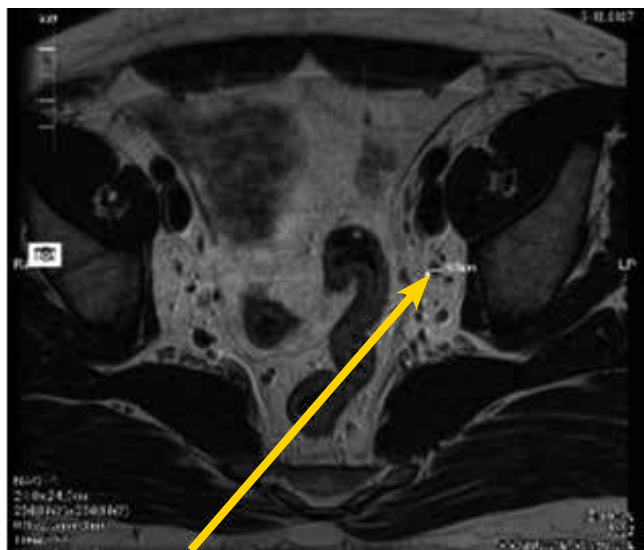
МРТ. 3 мес – ГТ. Метастаз в подвздошный ЛУ слева. 16.11.2010 г.
